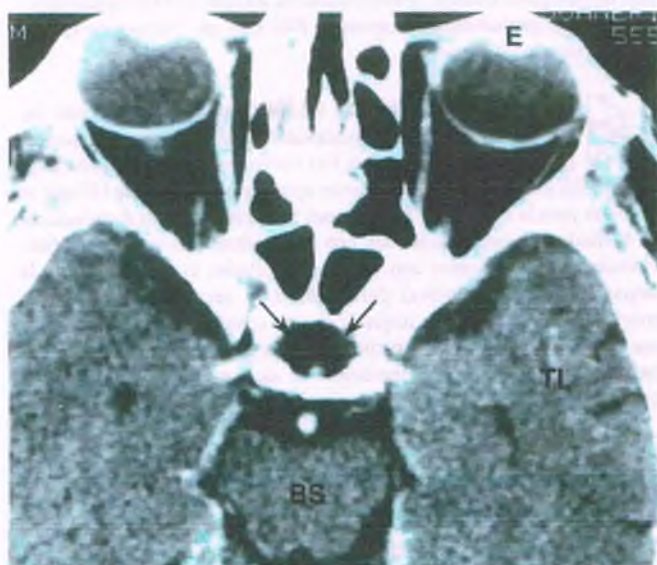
Síndrome de la silla turca vacía. Estudio de tomografía computarizada (TC) del cráneo, en el que un corte axial revela una silla turca vacía (flechas). BS = tallo cerebral; E = ojo; TL = lóbulo temporal.
